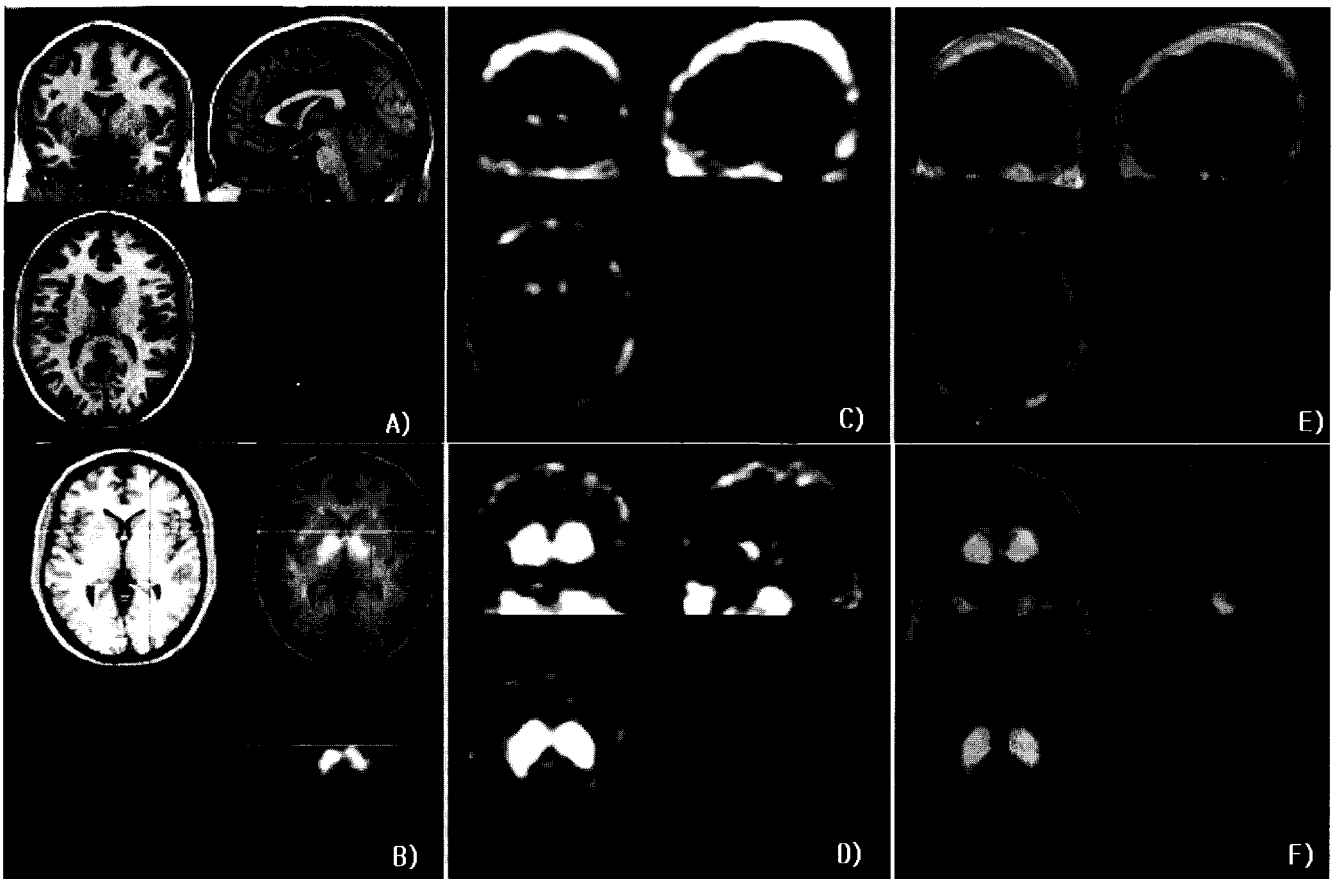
Identity SPECT image before and after registration in the orthogonal plane. A) Template MR image, B) Identity SPECT image, C) Hoehn & Yahr stage III, IV <sup>123</sup>I-IPT SPECT, D) Normal subject <sup>123</sup>I-IPT SPECT, E) Registered PD patients image on the template MR, F) Registered normal subject image on the template MR.
